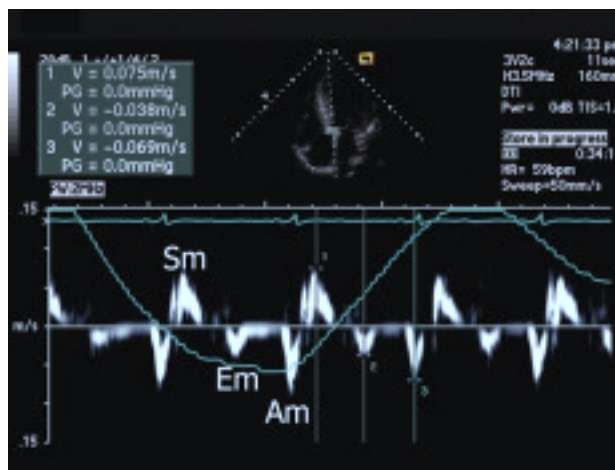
Doppler tisular indicando la velocidad miocárdica sistólica (Sm) y diastólica durante el llenado precoz (Em) y la contracción auricular (Am).
